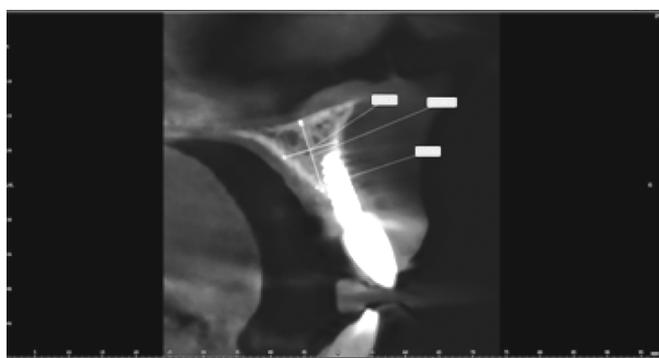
Сравнение ширины костной ткани по КТ снимкам до удаления имплантатов и через 6 месяцев после операции костной пластики в области зуба 11
